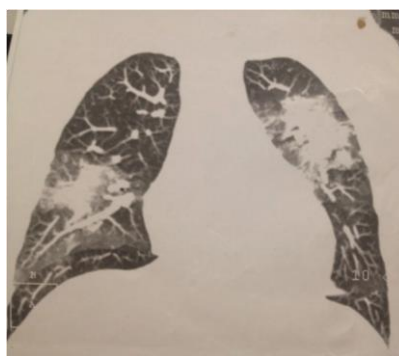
Figura A e B - Tomografia computadorizada de tórax - opacidade em vidro fosco em lobos inferiores, mais espessamento de septos interlobares e consolidação em lobo superior esquerdo e médio direito, sugerindo hemorragia alveolar.
